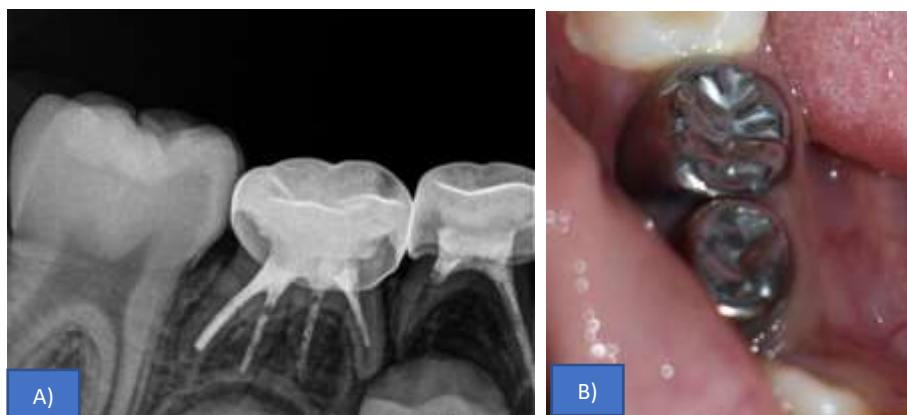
Seguimiento a los 13 meses de evolución: A) Radiografía de seguimiento, B) Fotografía Clínica
